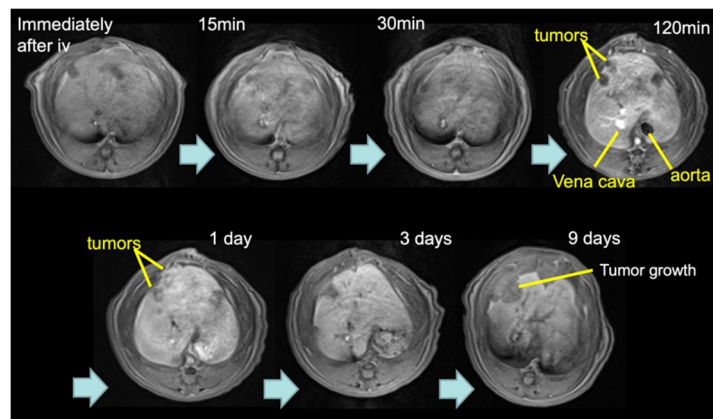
Gd-DOTA/IR820 含有ポリマーを担癌ラットに投与した後の MRI 画像。投与後 1 日まで腫瘍の造影効果を認めた。
